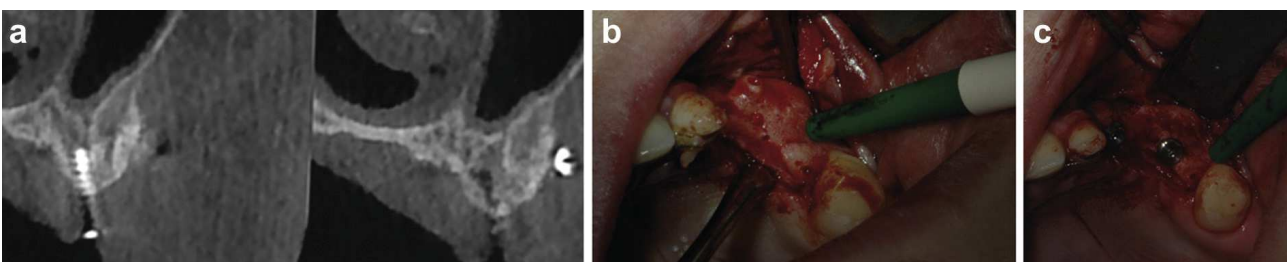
Images du cas clinique numéro 1 (80): Traitement de la résorption osseuse: une guérison du volume osseux a été observée après 3 mois comme le souligne les coupes du CBCT (a) et les photographies per-opératoires de la greffe maxillaire gauche (b). Vue per-opératoire montrant les deux implants maxillaires gauches placés dans la greffe (c).
